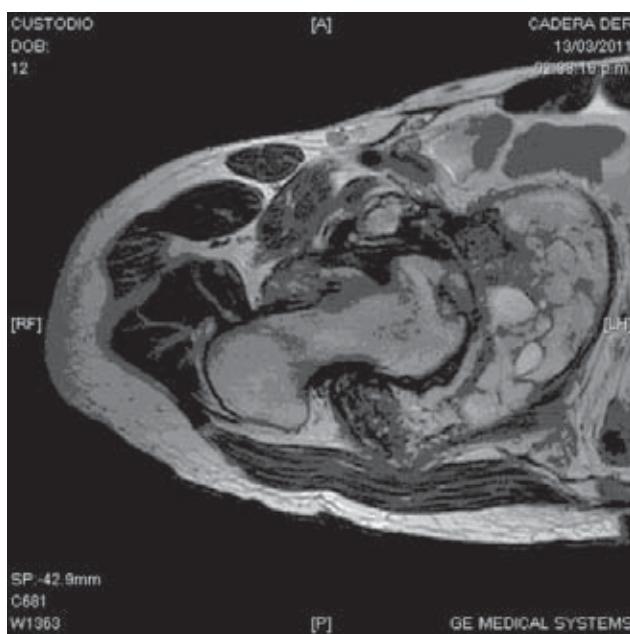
RMN de cadera derecha corte axial secuencia T1.
